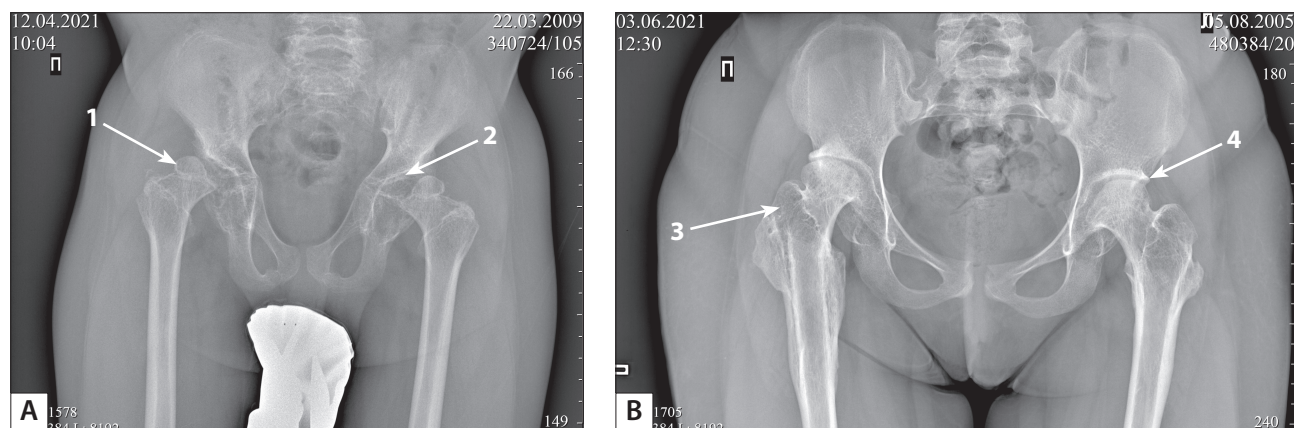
Рентгенограммы тазобедренных суставов мальчика Н. (А) и девочки С. (В)
